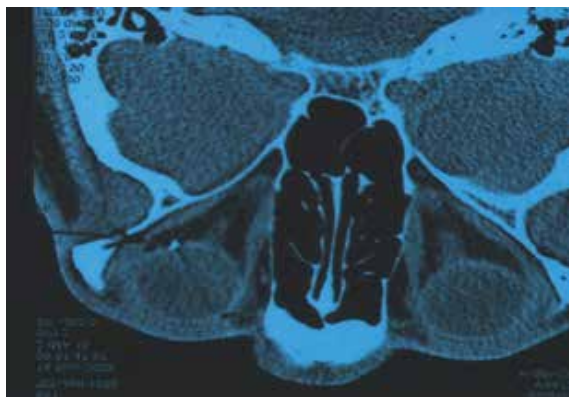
КТ. Инородное тело вколочено в оболочки заднего полюса глаза
